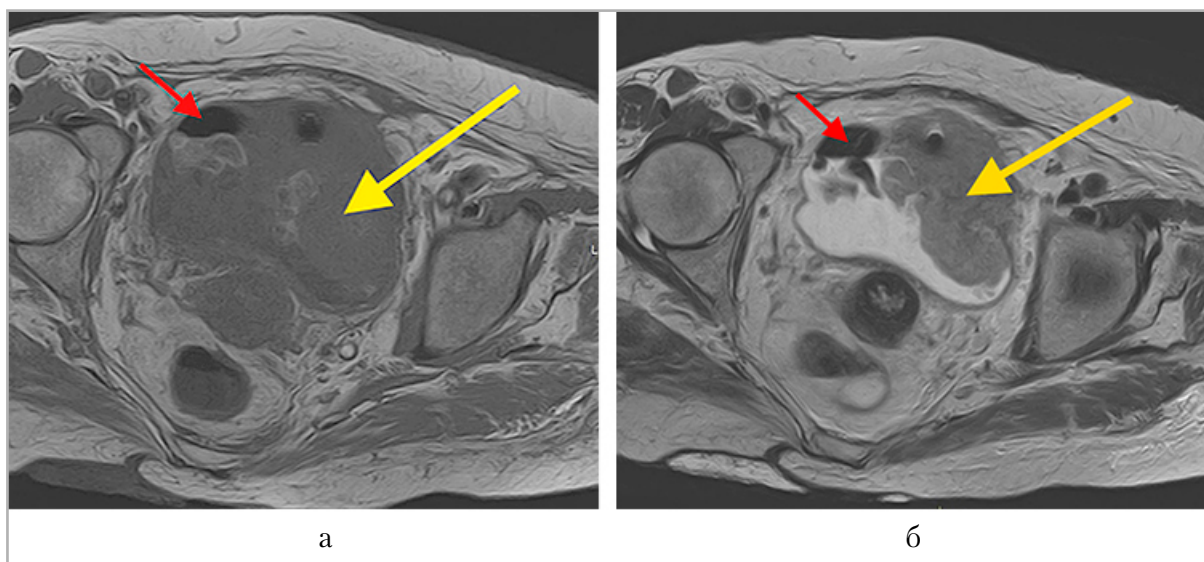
Магнитно-резонансные томограммы органов малого таза с динамическим КУ, нативная фаза, аксиальные срезы: *а* — режим T1 взвешенного изображения; *б* — режим T2 взвешенного изображения. Визуализируется объемное образование в мочевом пузыре, занимающее практически весь просвет (*желтая стрелка*). Признаки воздуха в просвете мочевого пузыря (*красная стрелка*) подтверждают инвазивный опухолевый рост из кишечника
